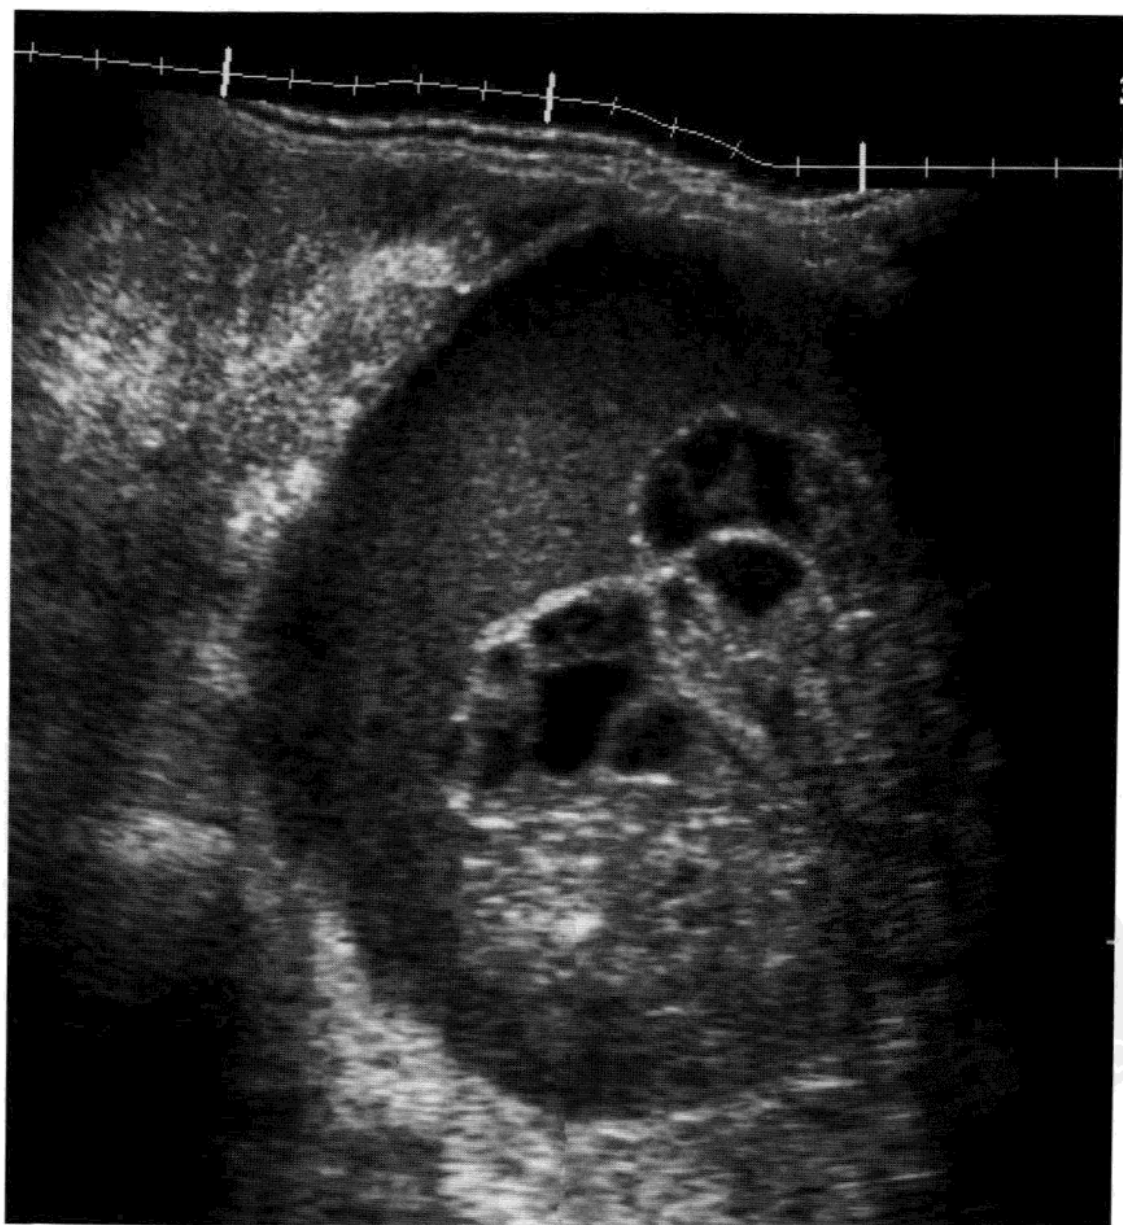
典型的囊实性卵巢癌的超声表现。液体成分显示低回声，表明这种超声表现是非特异性的，并且与血液回声特点不相符。
